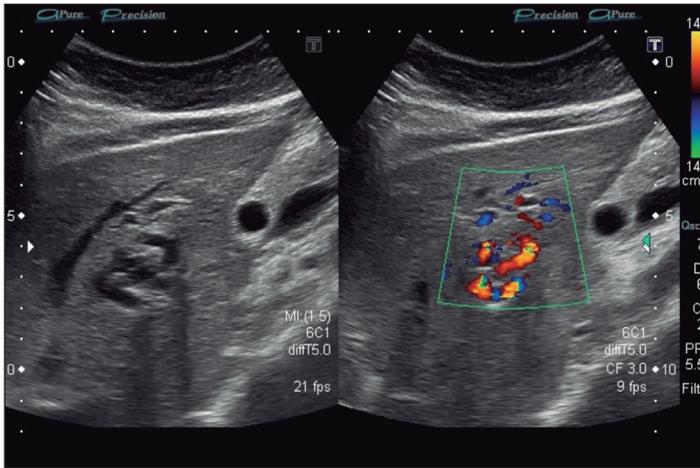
Malformaciones arteriovenosas intrahepáticas en LHI con ecografía convencional y Doppler-color.
